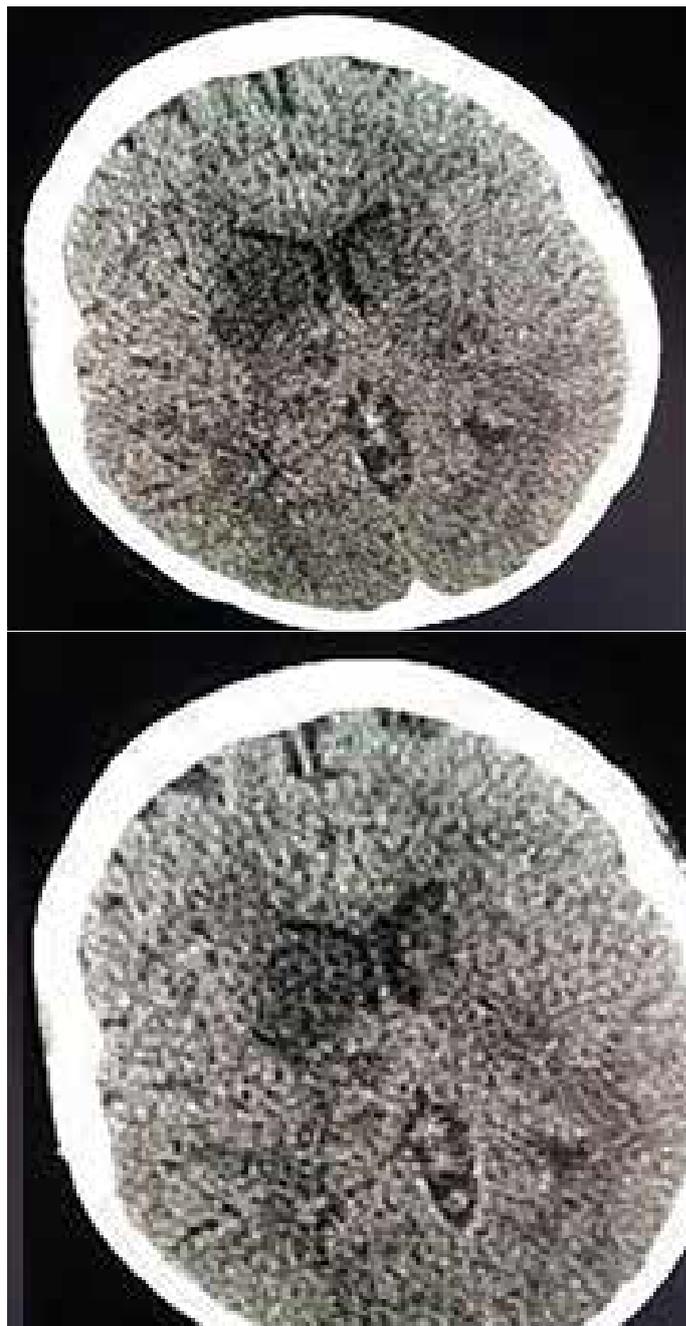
TAC simple de cráneo
